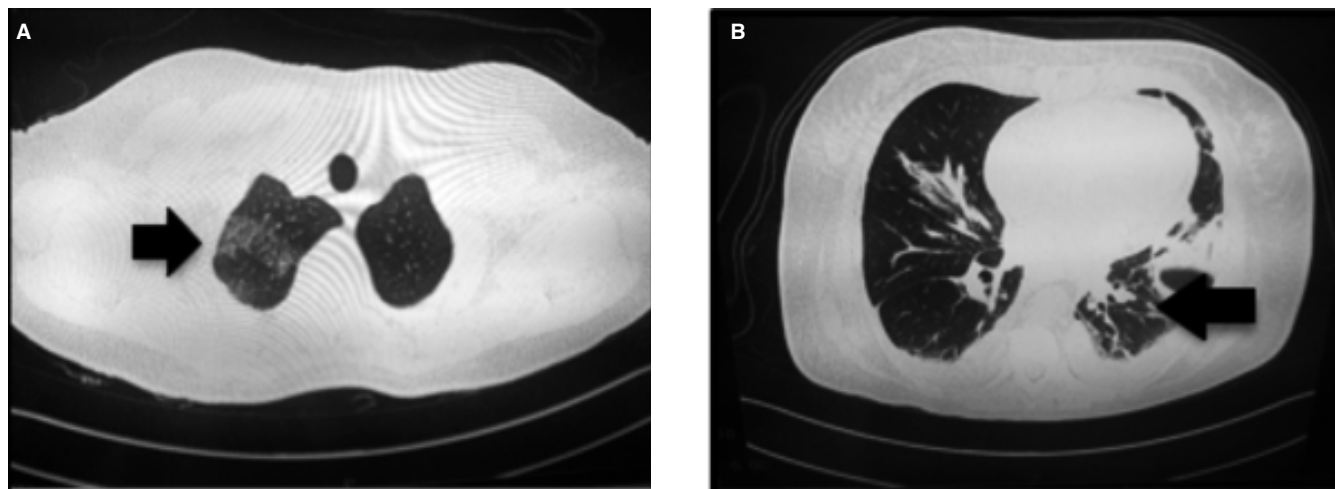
Tomografía simple de tórax que muestra zonas de neumonitis intersticial y afección pulmonar (flechas) secundaria a DRESS.
